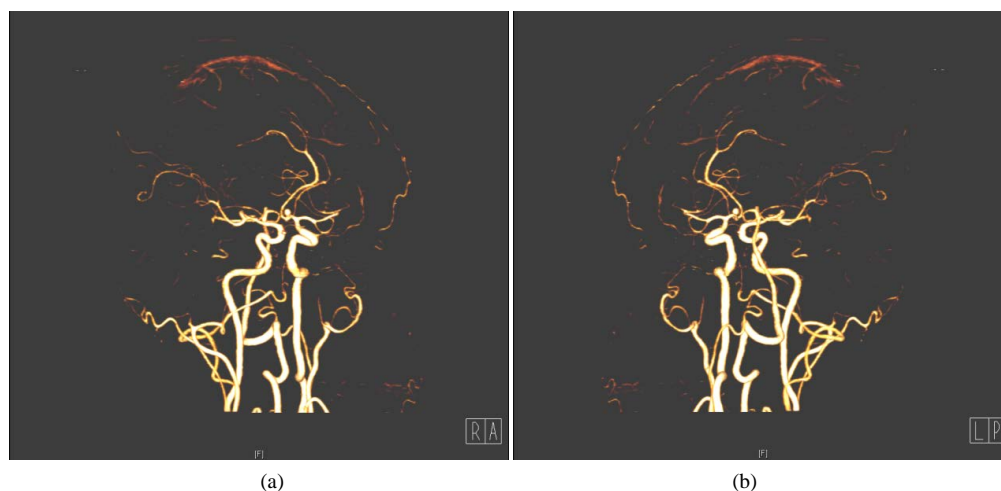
Anterior communicating aneurysm is seen in cerebral CTA
